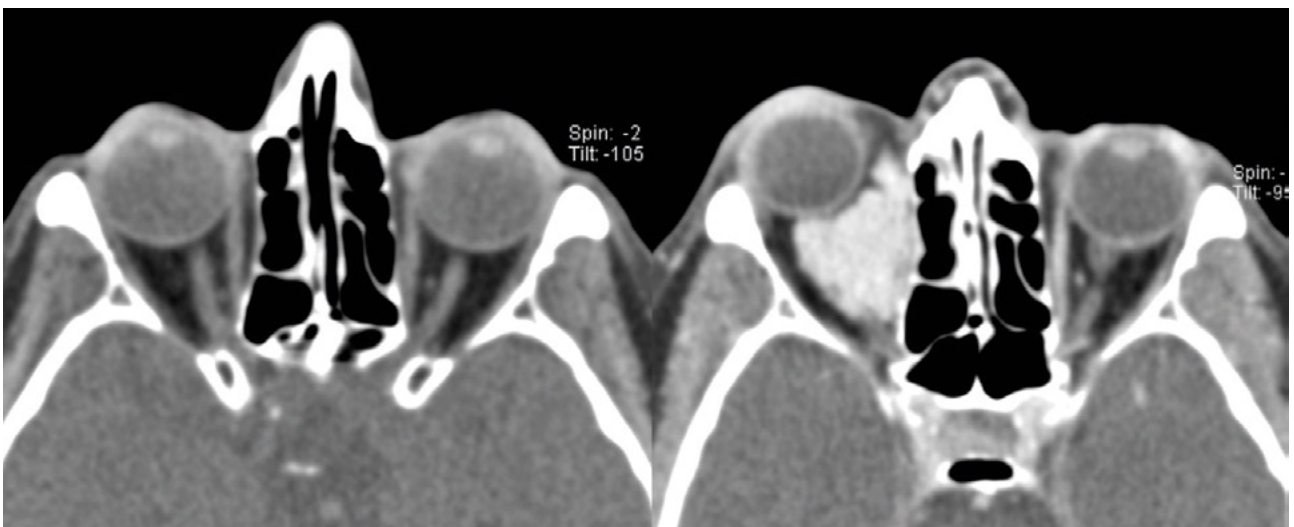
TAC orbitario MVO-2 (correspondientes a la paciente de la Imagen 2). Reconstrucciones axiales de estudio volumétrico, previa (izquierda) y posterior a la administración de contraste intravenoso (derecha). La imagen de la izquierda está realizada en reposo, mientras que la derecha se ejecutó durante la realización de doble maniobra de Valsalva (directa e indirecta). El estudio realizado en reposo es rigurosamente normal, mientras que la aplicación de las maniobras de Valsalva pone en evidencia una llamativa dilatación venosa correspondiente a una variz orbitaria.
